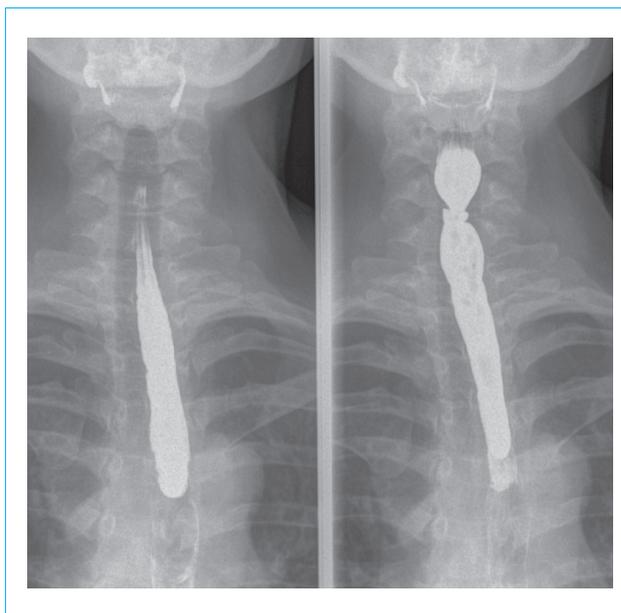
Результаты рентгеноскопии пищевода пациентки (стойкое сужение верхней трети пищевода на уровне С_{VII} позвонка до 6 мм на протяжении 7 мм)
